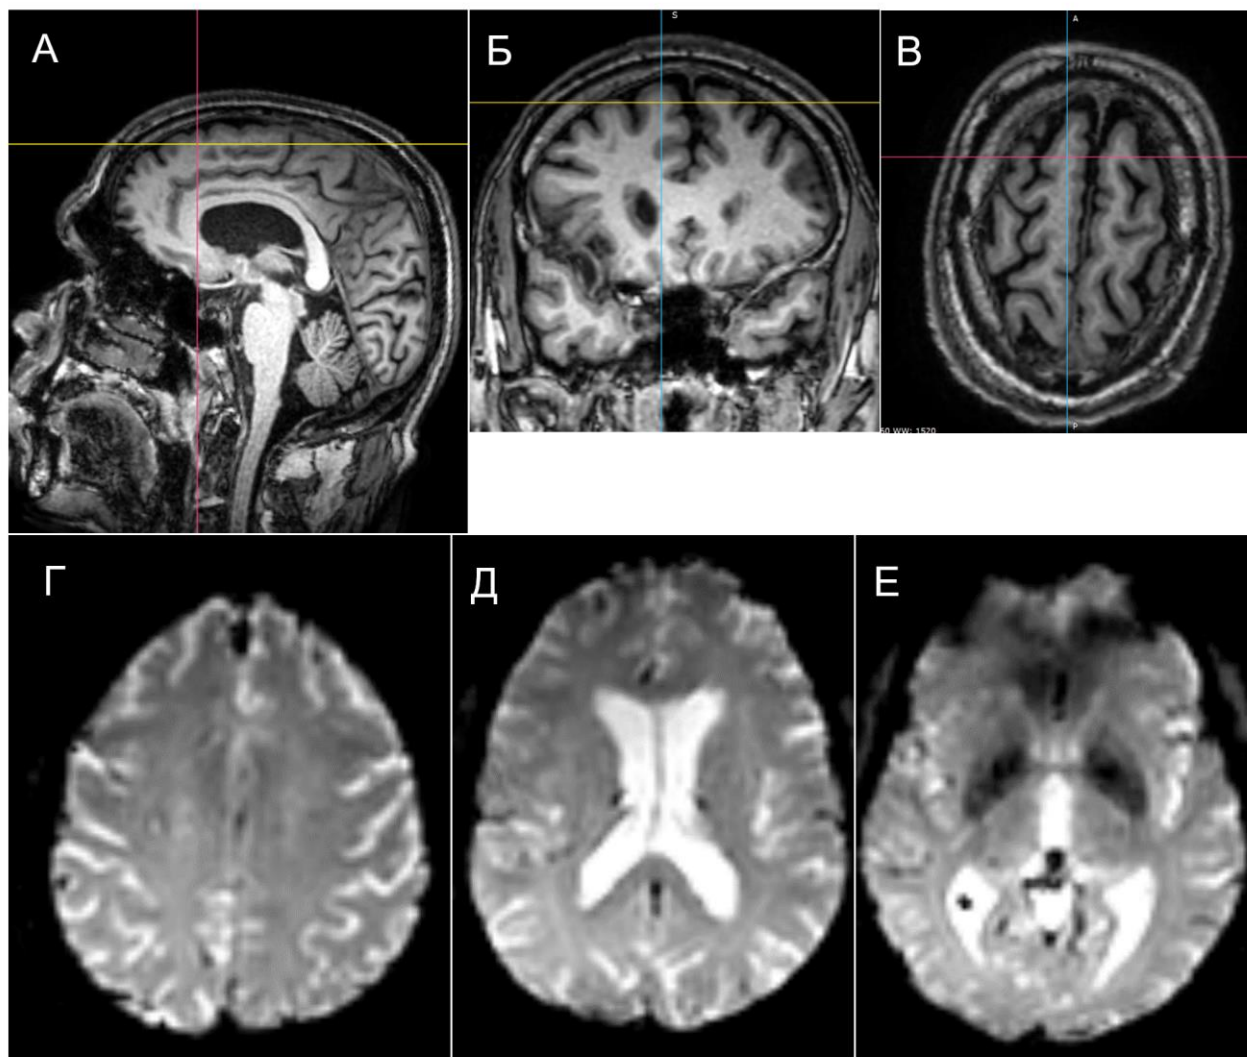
Примеры анатомических трехмерных T1-взвешенных изображений, реконструированных в сагиттальной (А), фронтальной (Б) и поперечной (В) плоскостях и функциональных двумерных T2*-взвешенных изображений в поперечной плоскости на 3 уровнях через конвекситальные отделы лобных долей (Г), тела боковых желудочков (Д) и третий желудочек (Е). Исследование выполнялось на МР-томографе с напряженностью поля 3,0 Тл. T1-взвешенные изображения используются для сопоставления карт активации коры головного мозга с анатомическими структурами, T2*-взвешенные изображения – для дальнейшей обработки и построения индивидуальных и групповых карт активации
